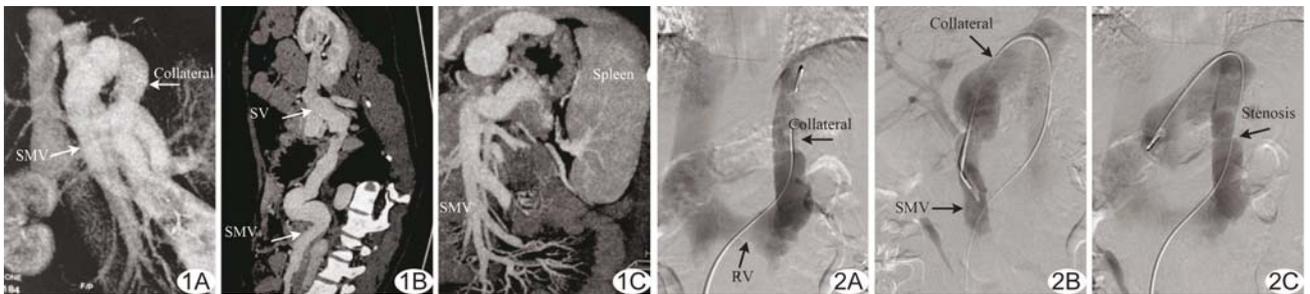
Abernethy 畸形 CT 图像 A. VR 重建图像; B. CPR 重建显示脾静脉和肠系膜静脉明显增宽; C. MIP 图像显示肿大的脾脏和粗大的异常静脉 (SMV: 肠系膜上静脉; Collateral: 侧支静脉; SV: 脾静脉; Spleen: 脾) 图 2 Abernethy 畸形 DSA 图像 A. 导管沿肾静脉进入粗大的异常交通静脉; B. 导管进入异常交通静脉远端显示远端的肠系膜上静脉和脾静脉; C. 交通静脉局部狭窄 (SMV: 肠系膜上静脉; Collateral: 侧支静脉; RV: 肾静脉; Stenosis: 狭窄)
